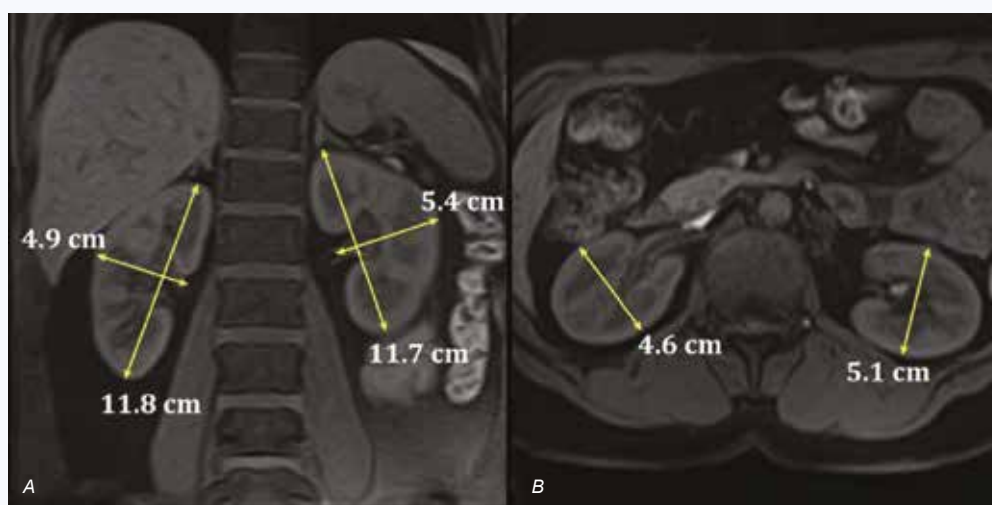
Kidney MRI. A – frontal projection, T1SE fat saturation; B – axial projection, T1SE. Methods for measurements of linear kidney dimensions are shown
